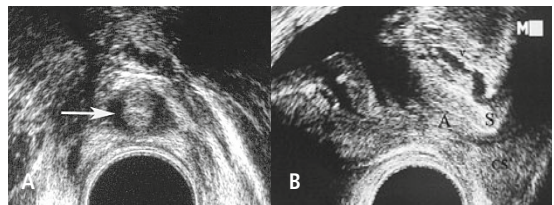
Échographie endorectale, coupe axiale (A) et légèrement parasagittale (B). Anatomie zonale d'une prostate de 70 cc.
